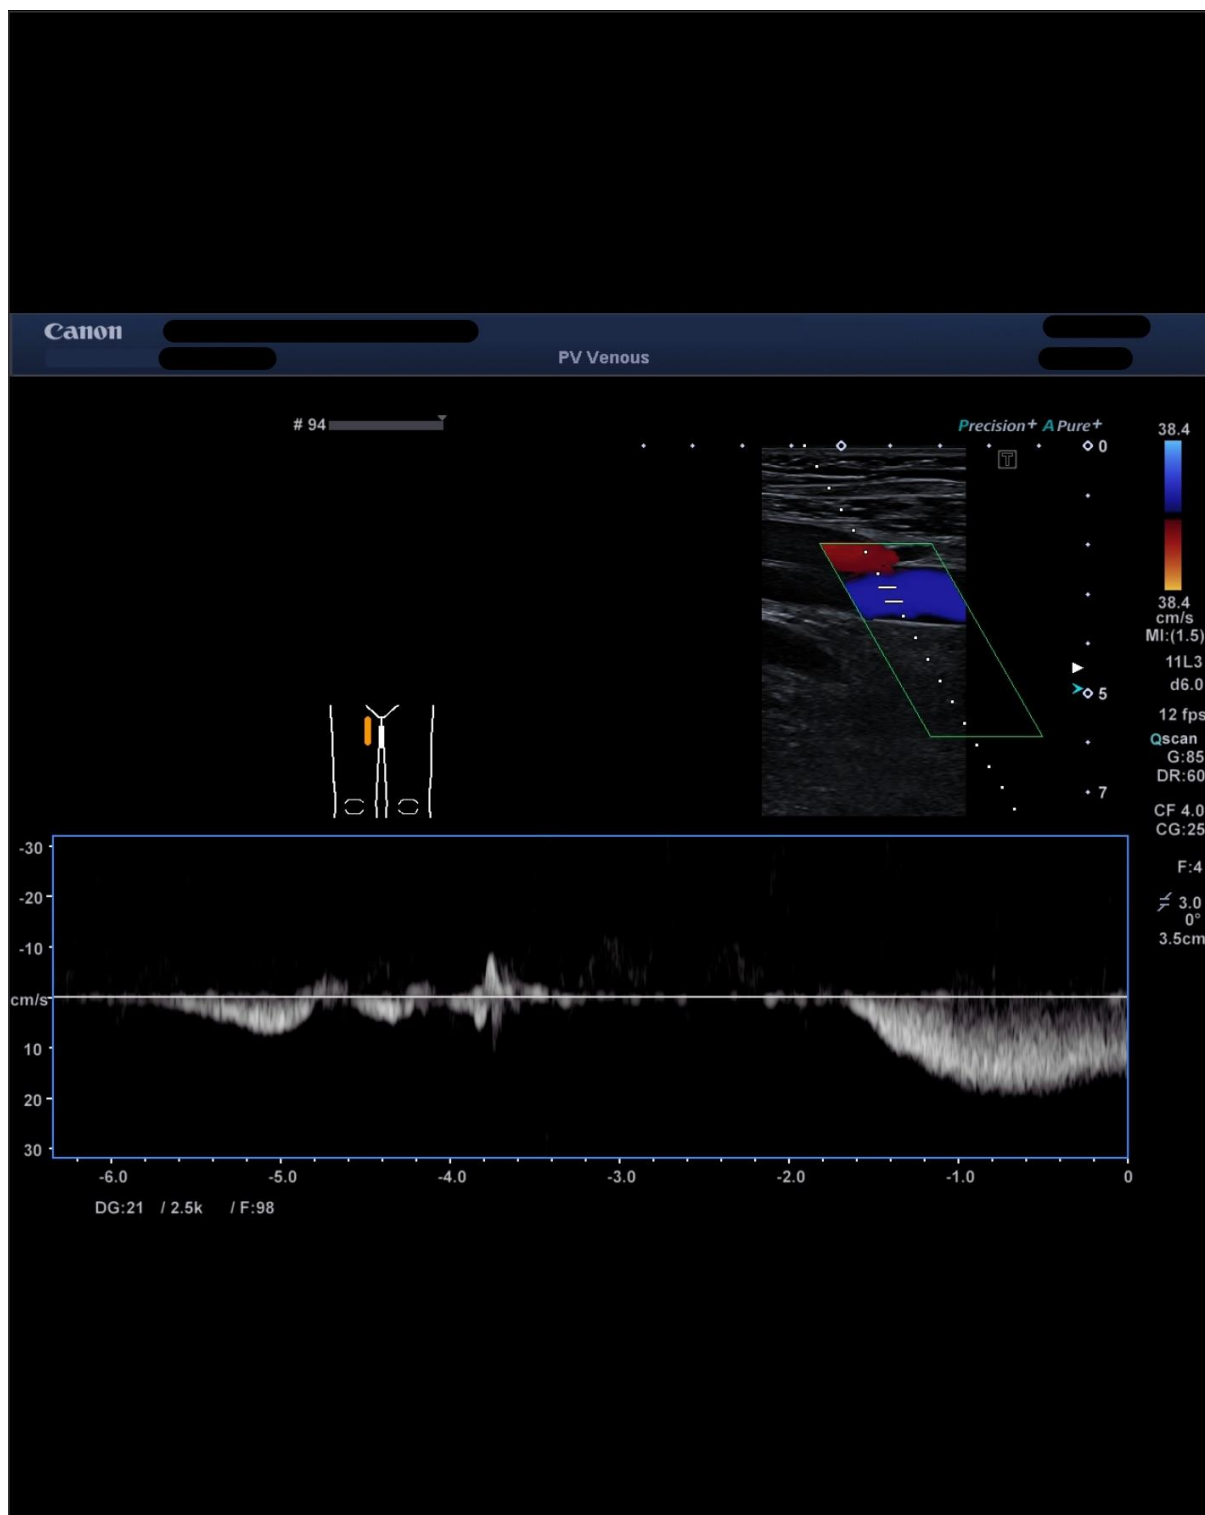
Dopplerovská ultrasonografie
